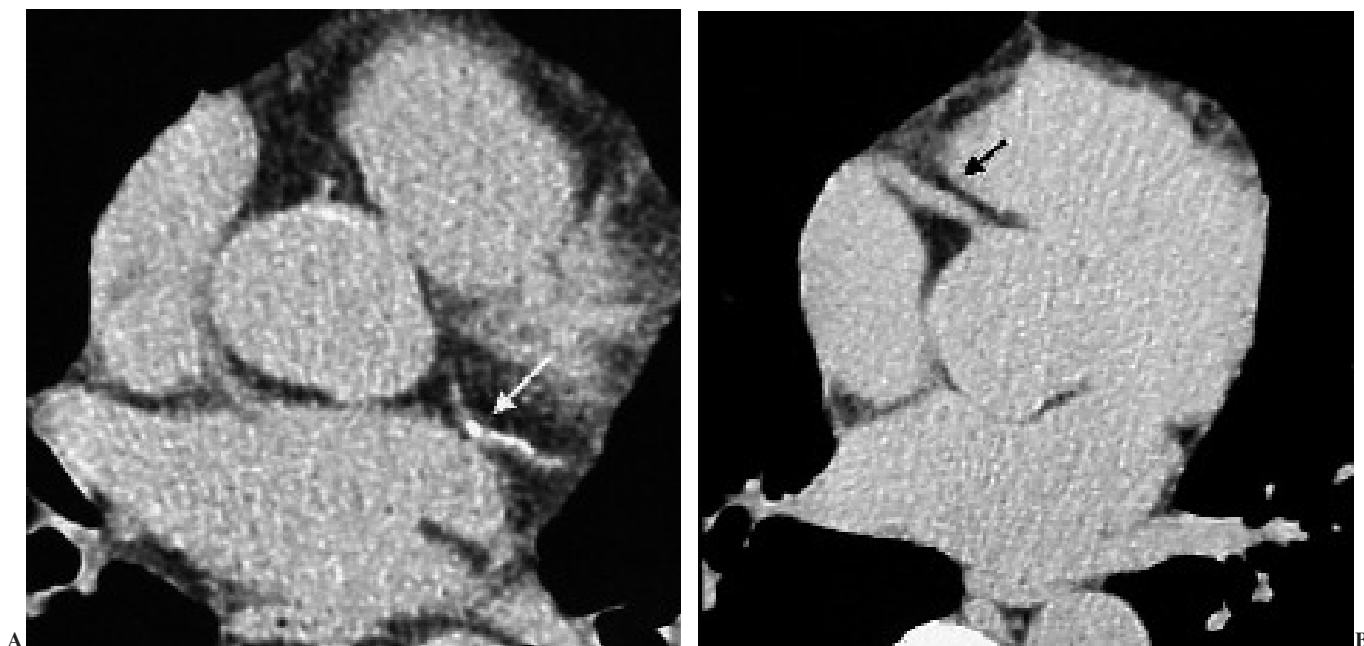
La tomografía computarizada multicorte (TCMC) permite estudiar de manera precisa cada segmento coronario. A) Calcificación parcial de la arteria circunfleja (flecha). B) Arteria coronaria derecha (flecha).
